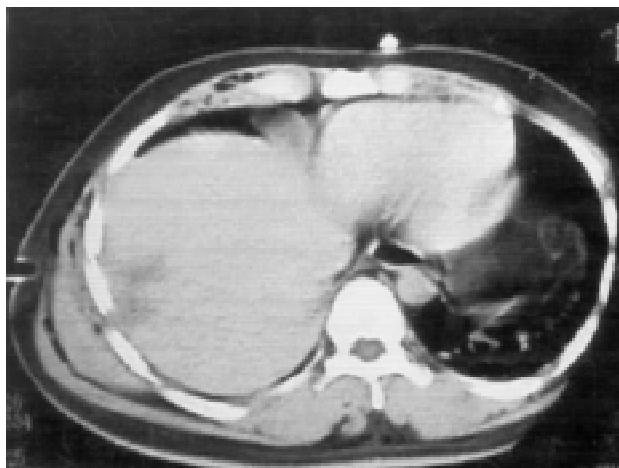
Imagen de tomografía computada abdominal que muestra una lesión hepática grado I.
